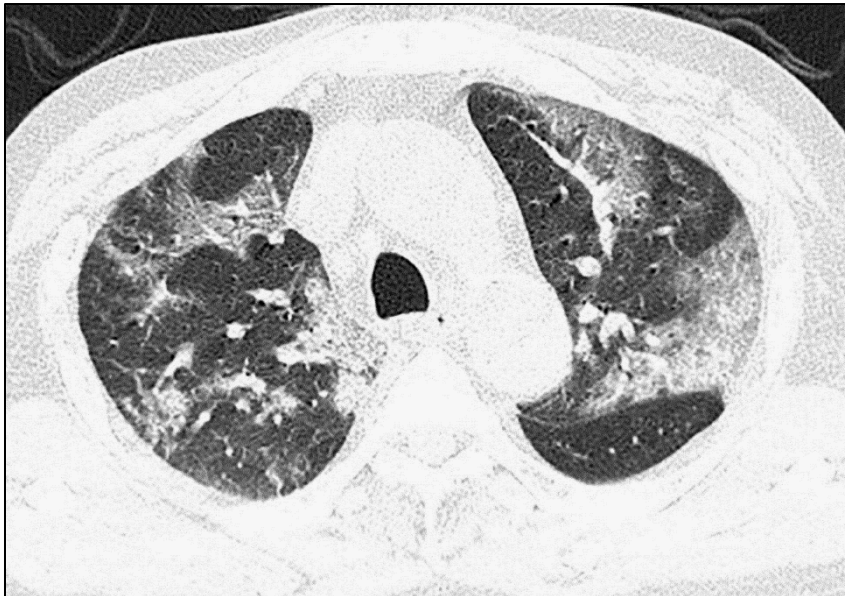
Baseline CT av samme pasient som figur 12 viser mattglassfortetninger med retikulære og/eller interlobulær septal fortykning.
